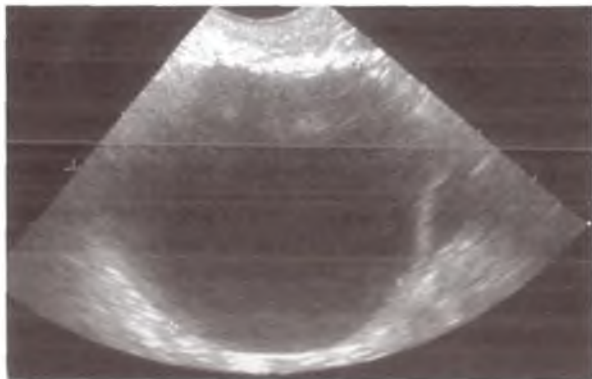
Киста желтого тела. УЗИ.
